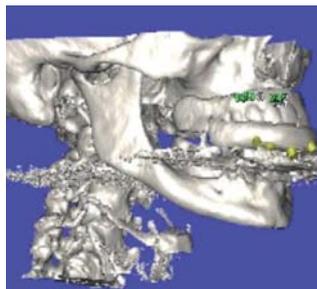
Der gesamte knöcherne Schädel und die Wirbelsäule im CT nach dreidimensionaler Rekonstruktion. – Abb. 3: Der Oberkiefer mit vier geplanten Implantaten.
